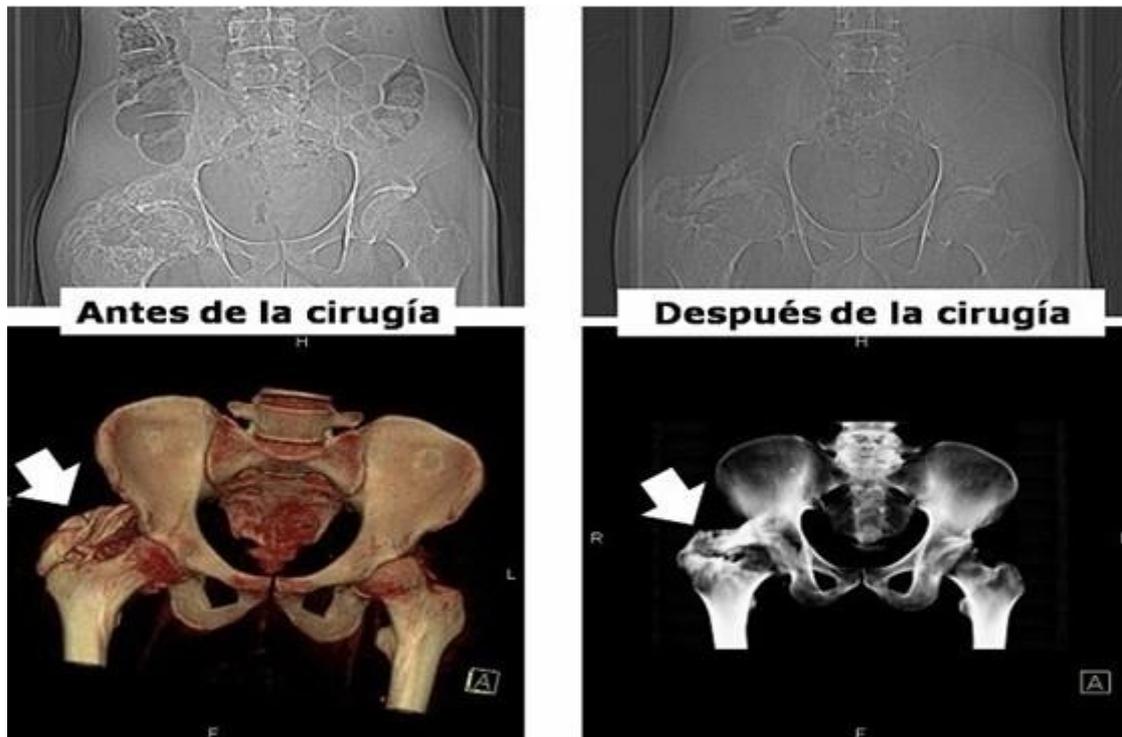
TAC multicortes de pelvis ósea antes y después de la cirugía, que muestran la reducción de la masa ósea de la porción posterior de la cadera derecha.
